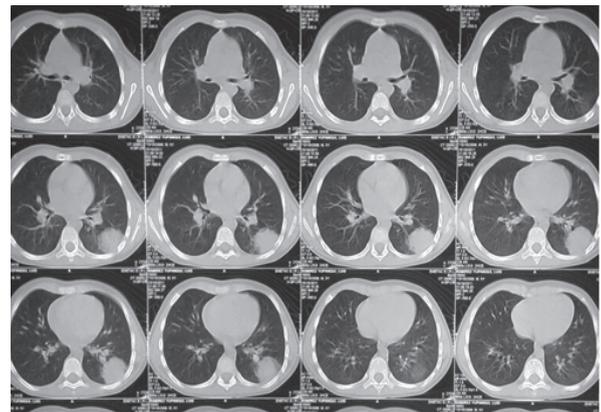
En la tomografía axial computarizada de tórax se observa una imagen hiperdensa redondeada a nivel del segmento VI del pulmón izquierdo.
